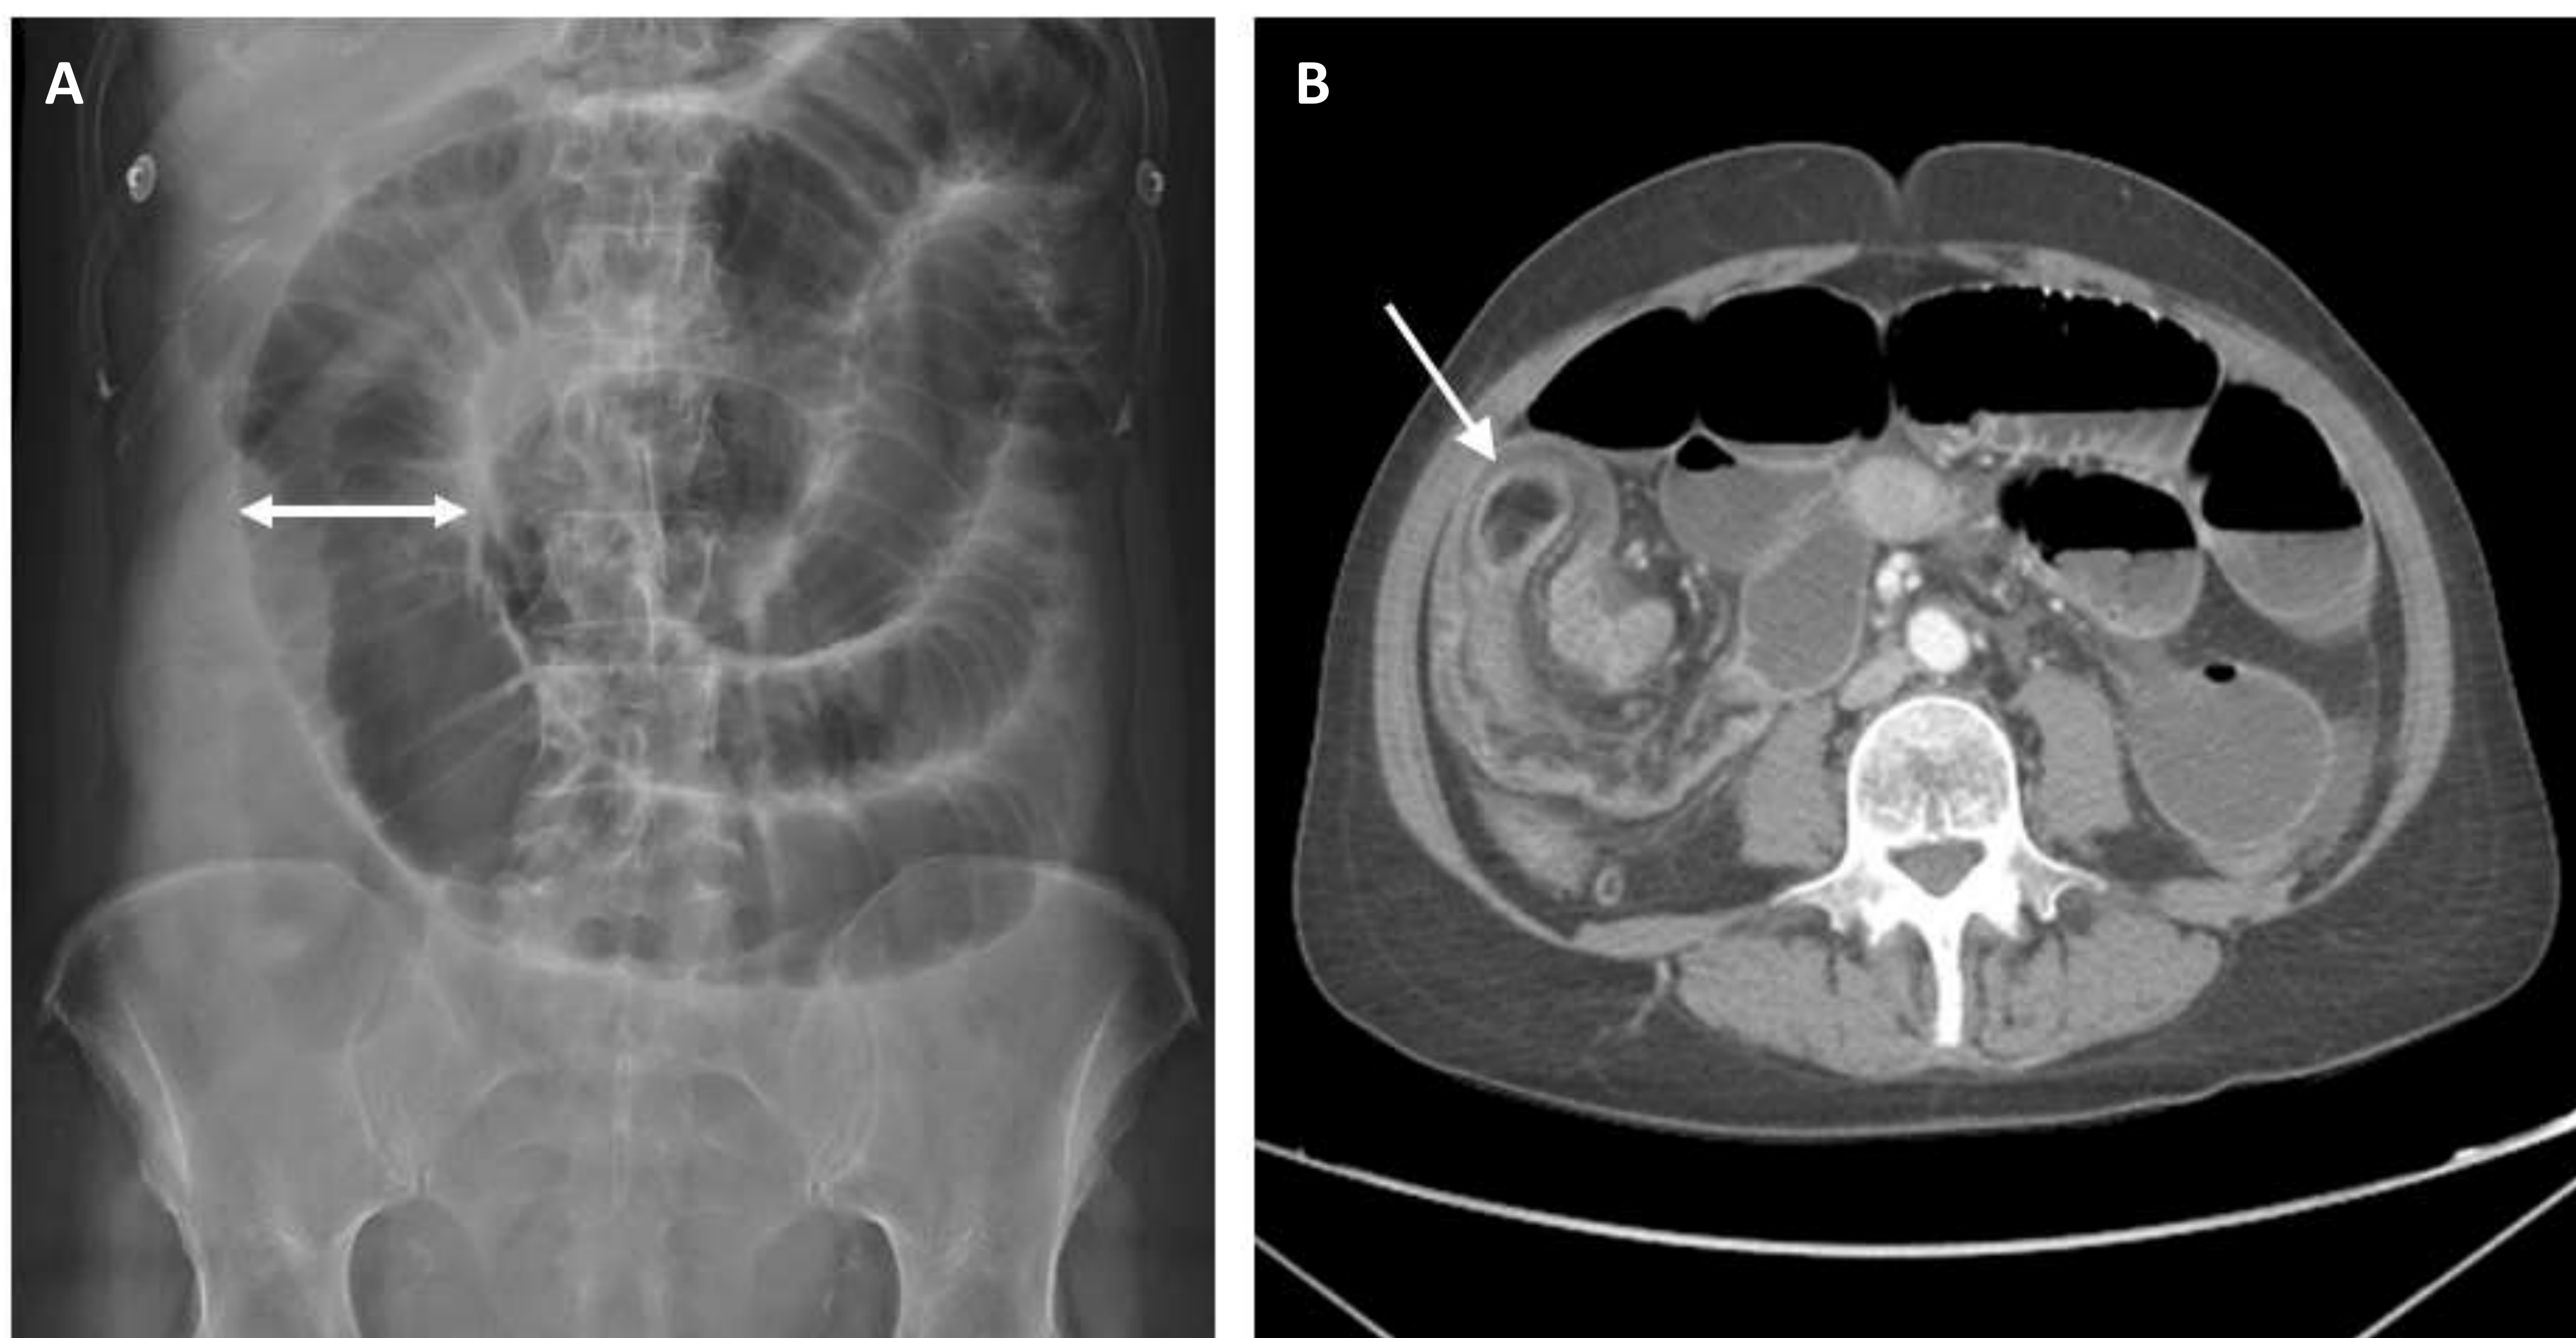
Obstrucción de intestino delgado. Dilatación generalizada de asas de intestino delgado (presencia de válvula conniventes) con calibre mayor a 3 cm (doble flecha) en la RX de abdomen (A). Se realiza TC abdominal (B) identificando intususcepción ileo-ileal secundaria a presencia de lipoma intramural (flecha simple) como etiología obstructiva.
